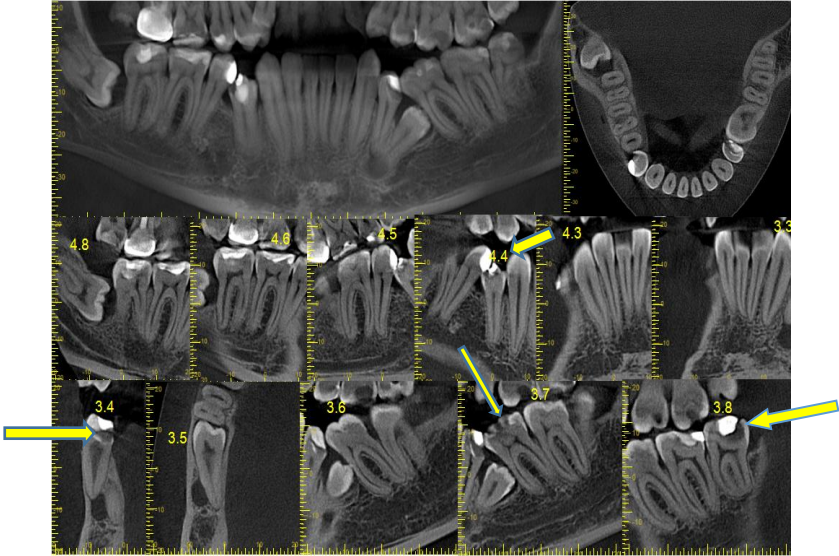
Рентгенологічні ознаки вторинного карієсу зубів: 4.4; 3.7 за рентгенологічною класифікацією E₂; 3.4; 3.8 за рентгенологічною класифікацією D₃, стоншення стінок та недостатня некротомія
